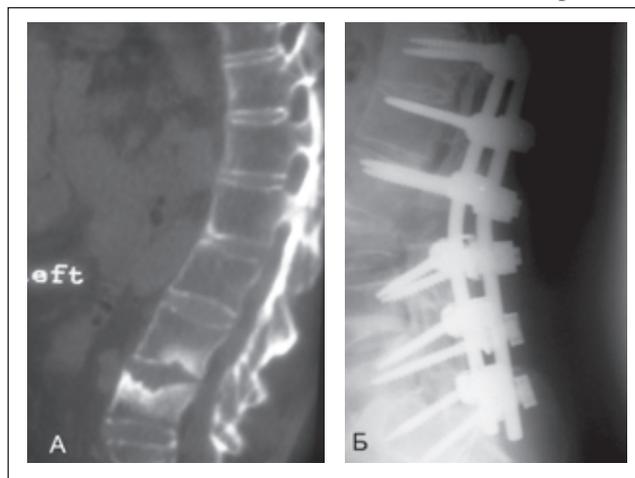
Фото КТ и рентгенограммы больной Р. с анкилозирующим спондилитом:
